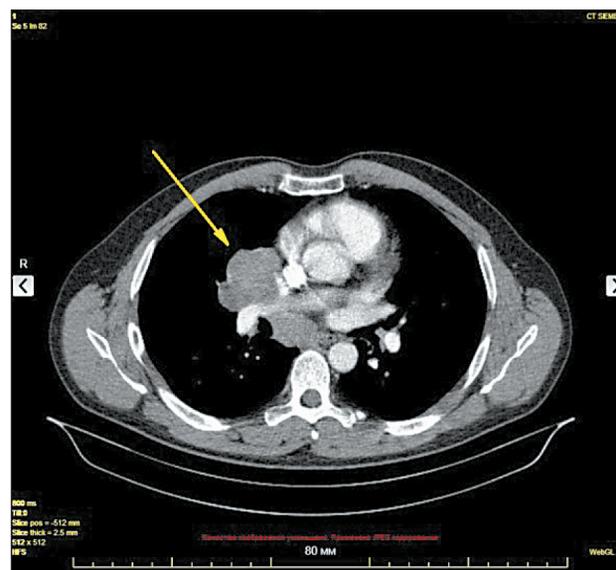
СКТ органов грудной клетки. Новообразование гантелеобразной формы (указано стрелкой), размером 65×67 мм, тесно прилежащее к перикарду, муфтообразно окружает правую легочную артерию
